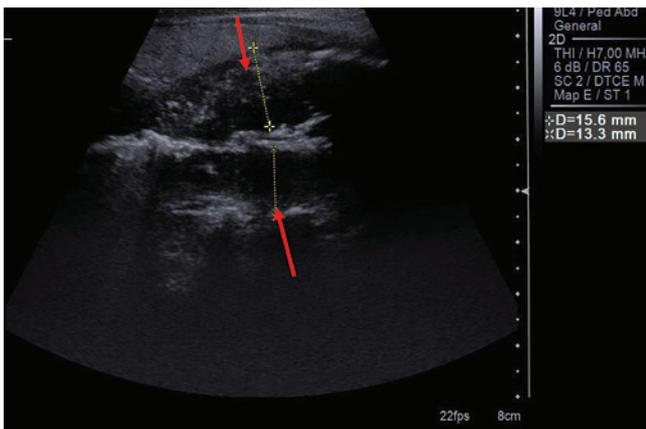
Ультразвуковая томограмма. Распространение опухоли гортаноглотки на пищевод. Утолщение стенок пищевода, нарушение дифференциации слоев (красные стрелки). Продольное сканирование
